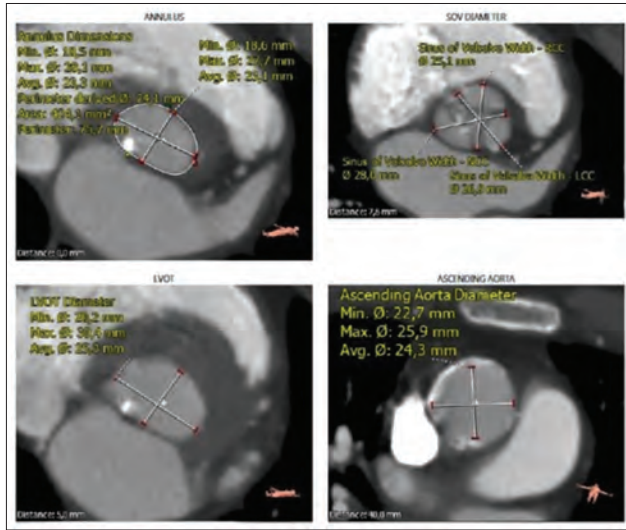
Multislice CT. Multislice CT performed to determine aortic diameters.
